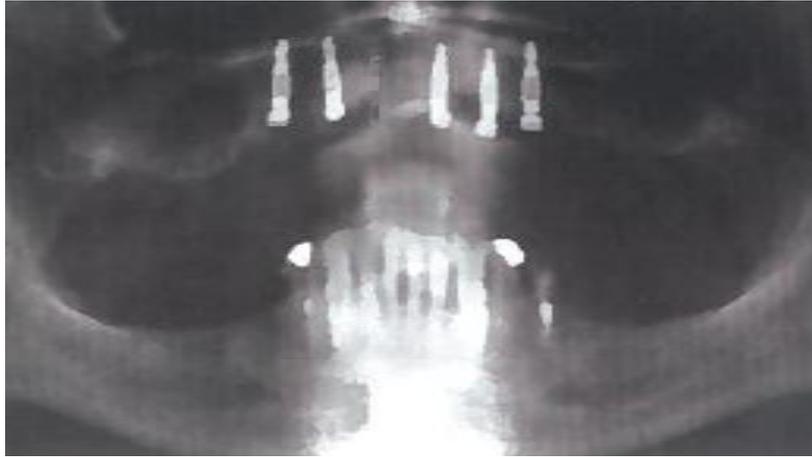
Radiografia pré-operatória de caso com rebordos atróficos em mandíbula posterior
